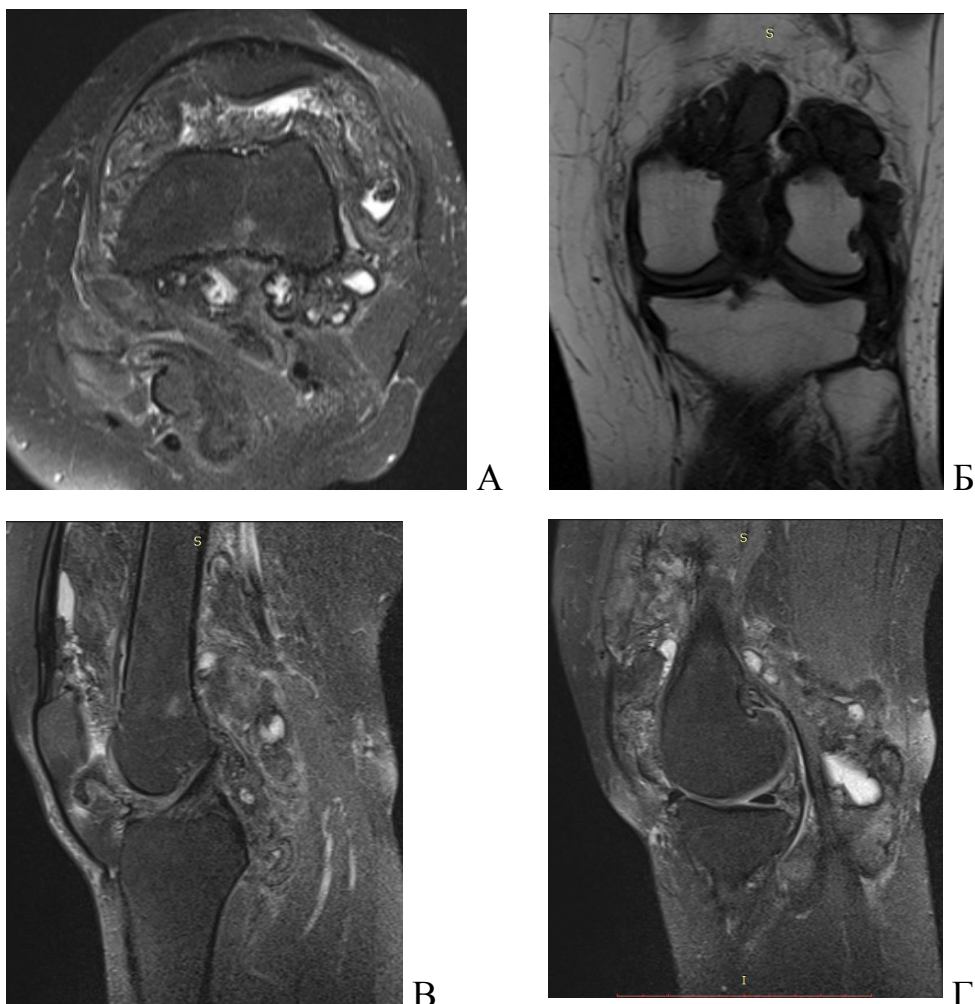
МРТ. Пацієнтка О., історія хвороби № 542279, 1971р.н. з ДПВНС лівого КС.
